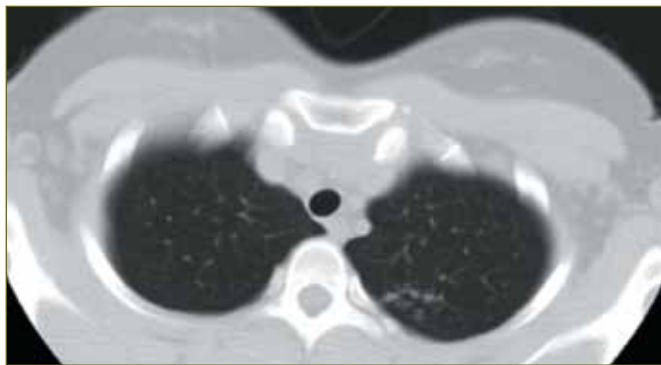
Срез КТ в аксиальной плоскости пациентки С., 23 лет: группа очагов низкой плотности в пределах одного сегмента: очаговый туберкулез C_{1-2} верхней доли левого легкого, МБТ
